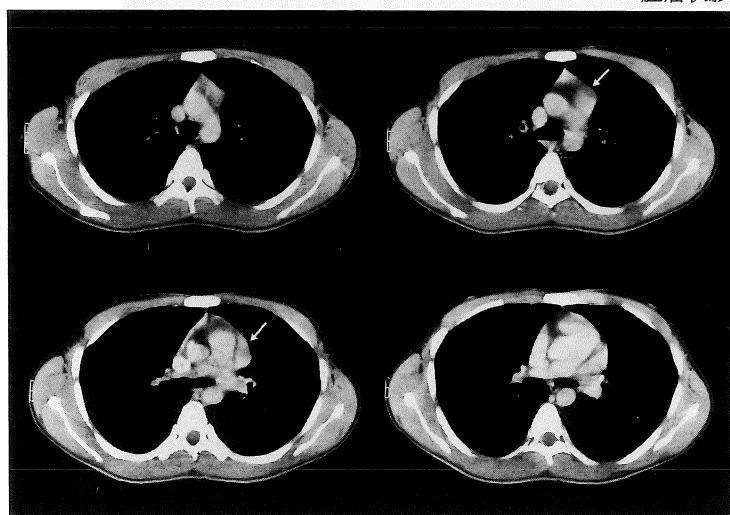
造影CTで大動脈弓から肺動脈外側に存在し、血管と同程度に enhancement をうける陰影をみるとめる。
